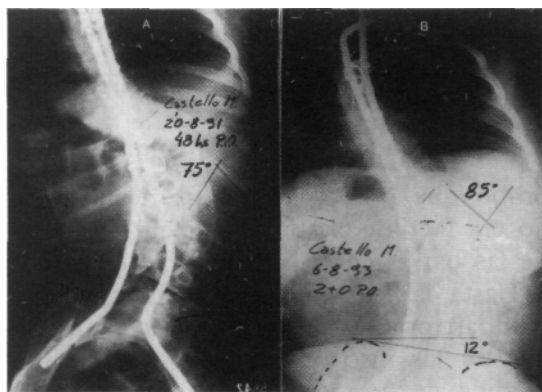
(caso 3). A: Radiografía frente acostada, postoperatorio inmediato; no se alambieron 4 últimos niveles por su raquisquisis. B: Radiografía frente sentada, dos años postoperatorio, corrección final en valores similares a los observados a los 7 meses de postoperatorio; oblicuidad pélvica residual sin cambios con el postoperatorio inmediato.
